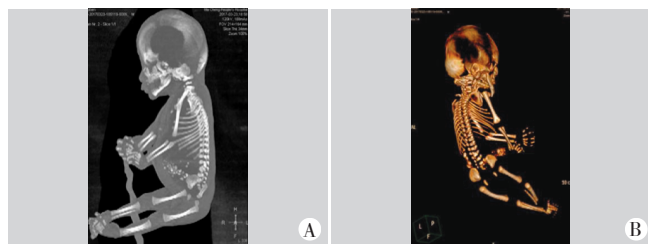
URSMS胎儿大体标本的CT图像和三维重建图
